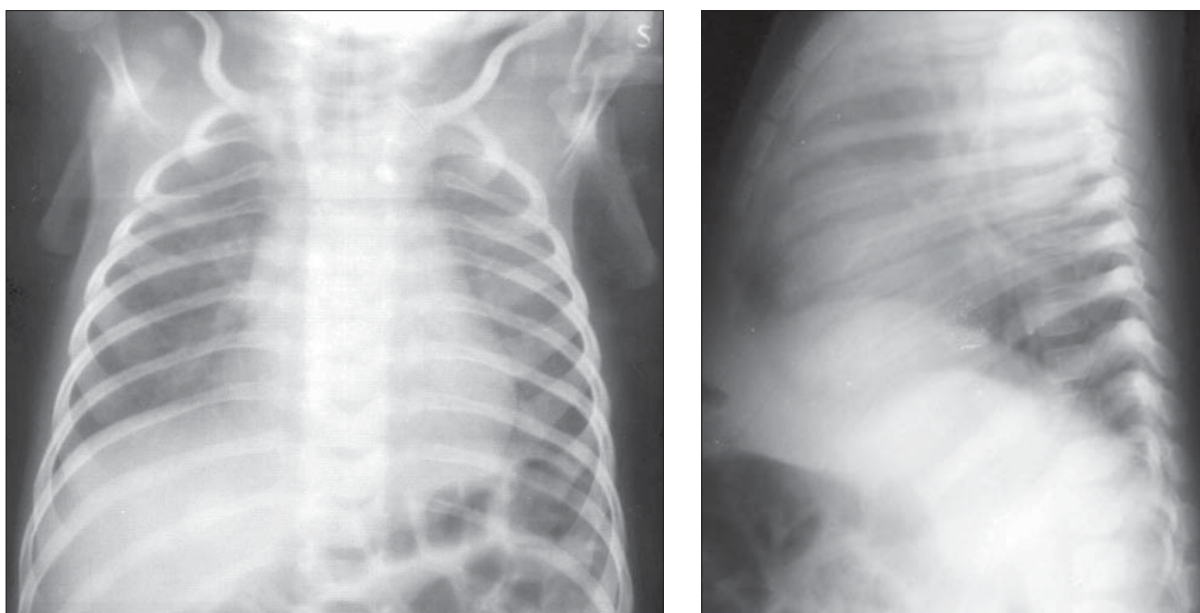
Timus normal 2 luni. Radiografie toracică AP și LL stâng.
